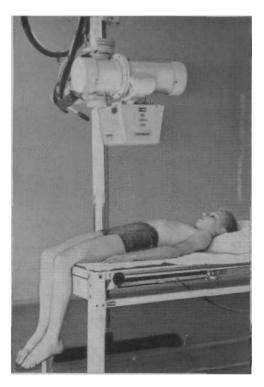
Положение больного при выполнении симметричной прямой рентгенограммы тазобедренного сустава.
